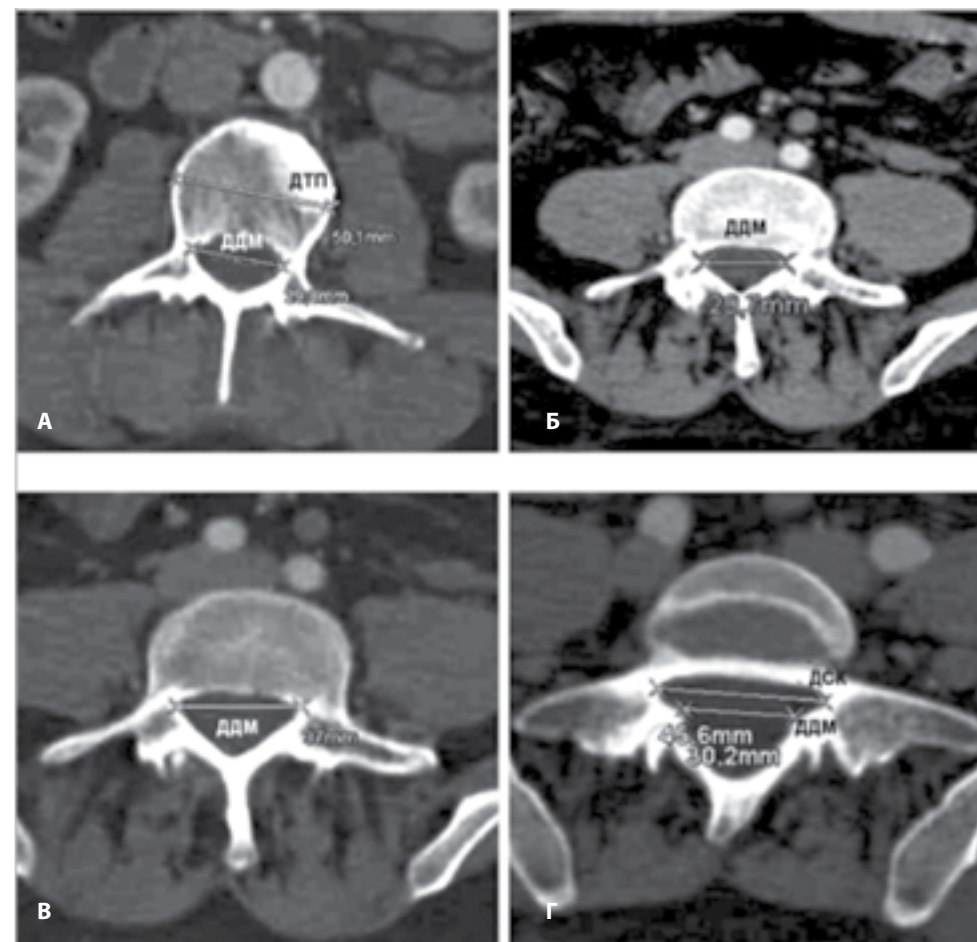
Диагностика дуральной эктазии КТ методом Villeirs G.M. и соавт (2001г.): А – измерение в L1–4 (L3) поперечного диаметра тела позвонка (ДТП), позвоночного канала и дурального мешка (ДДМ); Б, В – измерение на уровне L5 поперечного диаметра позвоночного канала и дурального мешка; Г – измерение на уровне S1 поперечного латеро-латерального диаметра позвоночного канала и дурального мешка.
